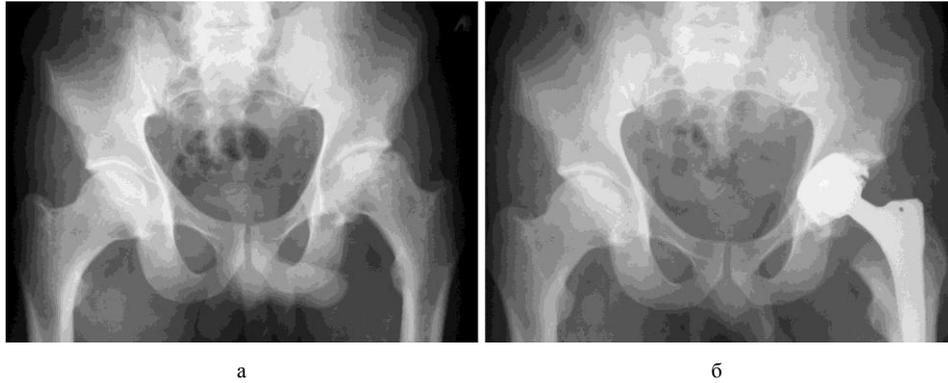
Рентгенограммы таза больного С., 1972 г. рожд., с диагнозом асептический некроз головки левого бедра: а – до операции, б – после имплантации эндопротеза «Алтимед»; для компенсации недостаточности величины «offset» ножка протеза имплантирована выше биомеханически необходимой позиции
